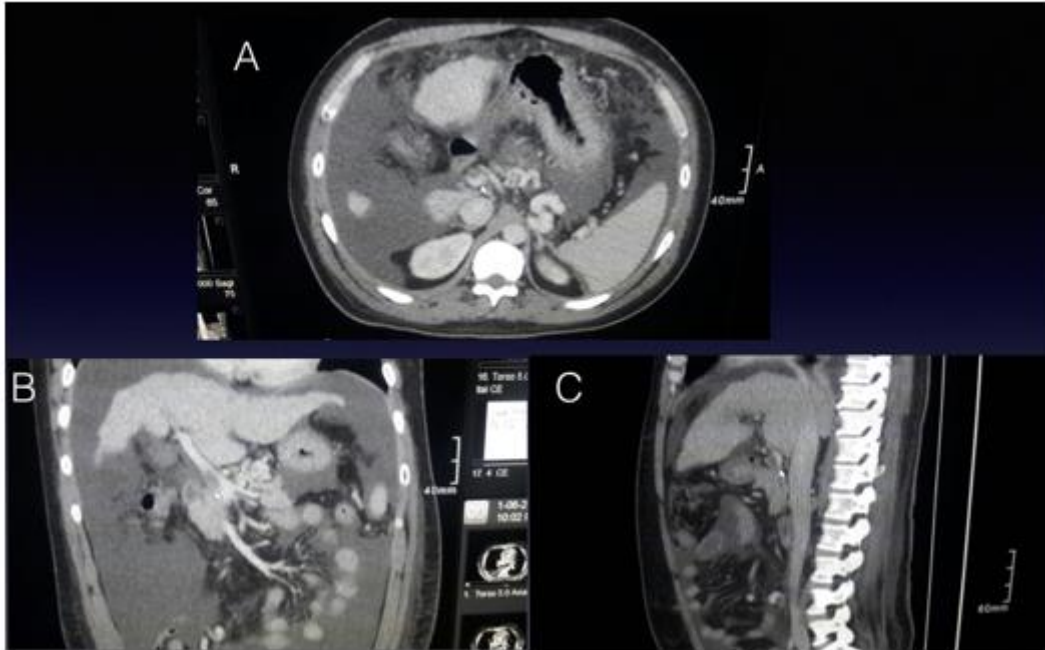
Imágenes de Tomografía Computada, cortes: A-axial, B-coronal y C-sagital de tomografía computada, flecha identifica vena porta con contraste denso con una hipodensidad en su interior que corresponde a trombo.
